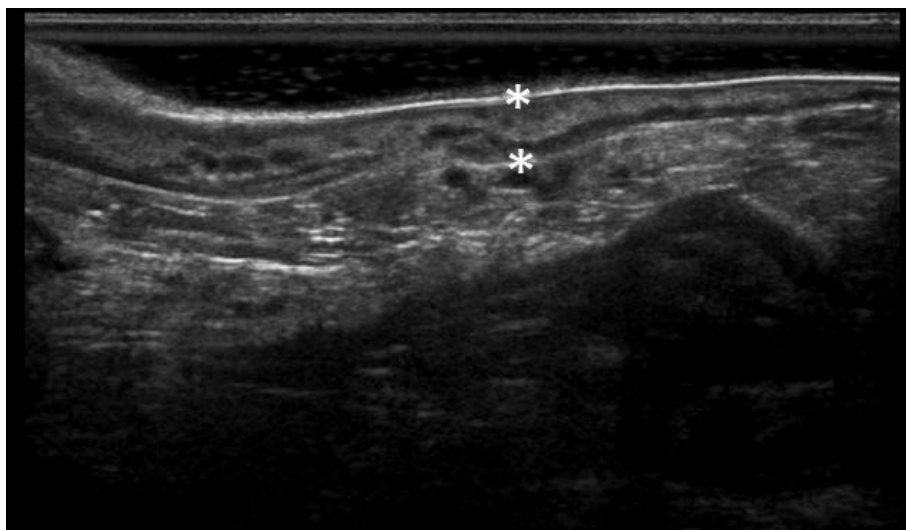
Эхограмма стенки прямой кишки при ССЯПК после консервативного лечения. ЭРУЗИ в В-режиме, неизменная стенка прямой кишки обозначена метками (*).
